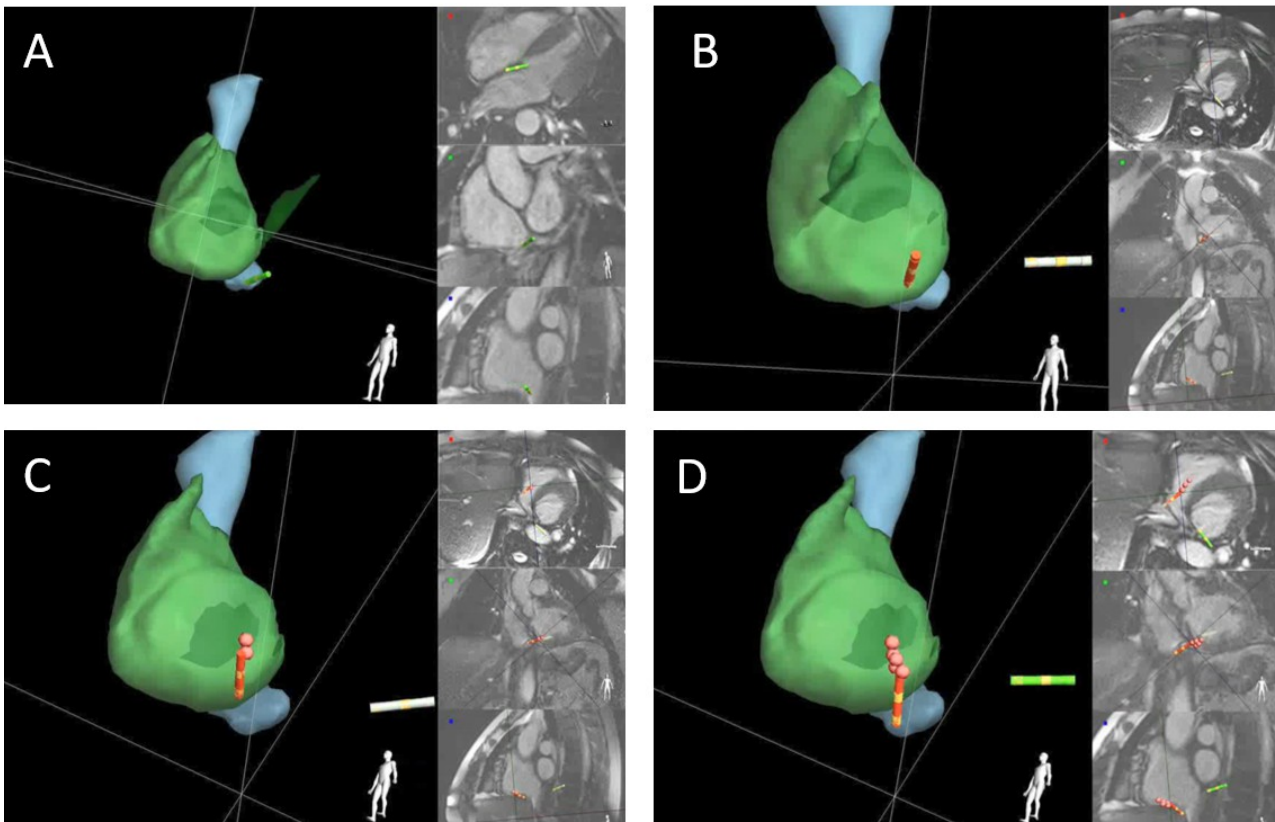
MRT-gesteuerte Navigation des CS-Katheters durch den rechten Vorhof zum CS-Ostium (A).(B) Positionierung des CS-Katheters (grau) im mittleren Koronarvenensinus und die Platzierung des Ablationskatheters im rechtsatrialen Isthmus. Die Ablationsimpulse wurden ausgehend von der inferioren Trikuspidalklappe (C) entlang des Isthmus zur V. cava inferior (D) abgegeben.
